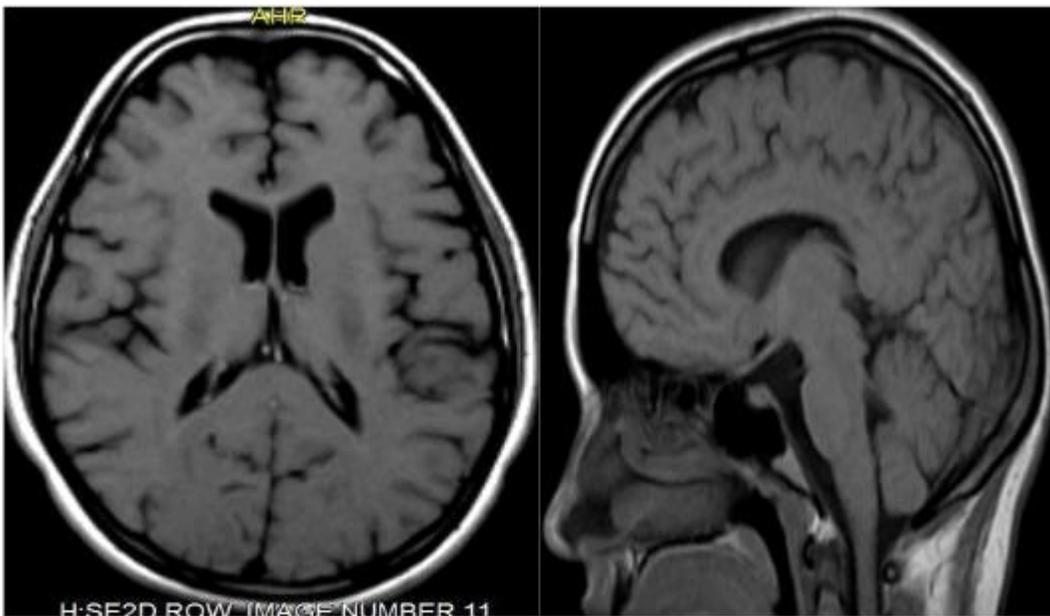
Resonancia con y sin contraste que muestra remisión de los focos múltiples
